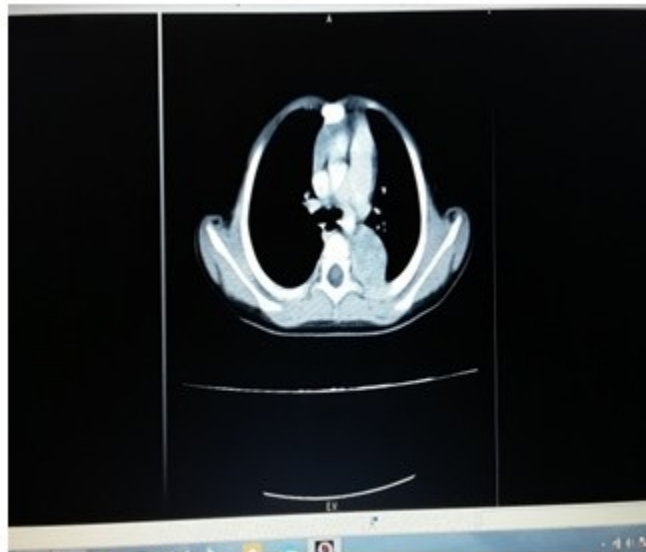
Tomografía contrastada, vista en proyección axial. Ventana mediastínica
